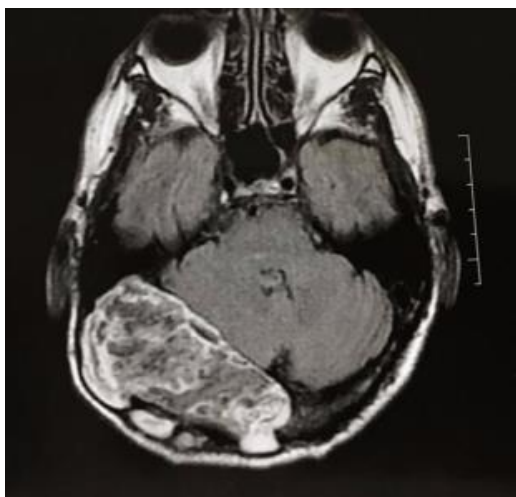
Ressonância magnética
